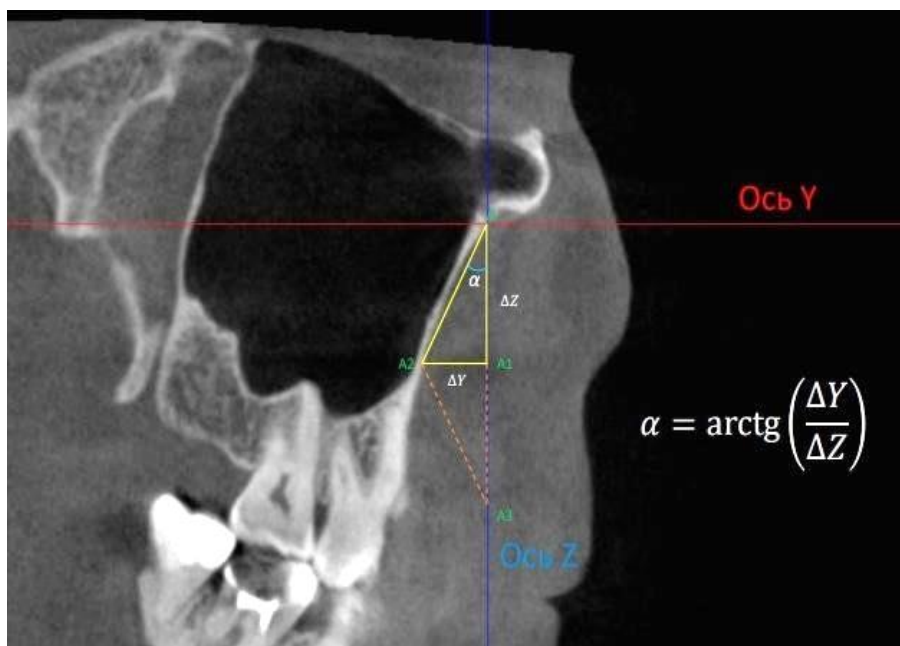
Построение на сагиттальном срезе конусно-лучевой компьютерной томографии равнобедренного треугольника с $\angle\alpha$ и $\angle\alpha_1$
